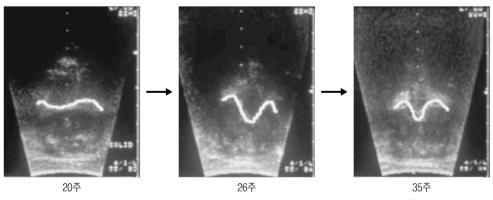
혀 함요의 경시적 변화(전두단 초음파에 의한 설배 정중부)5.
